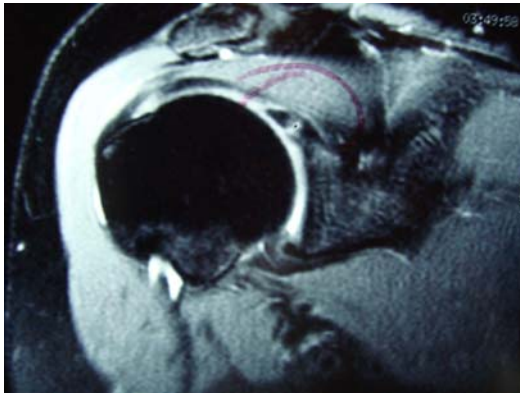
Presencia de lesiòn de SLAP detectada por Resonancia Magnética misma que es compatible con su hallazgo artroscópico
